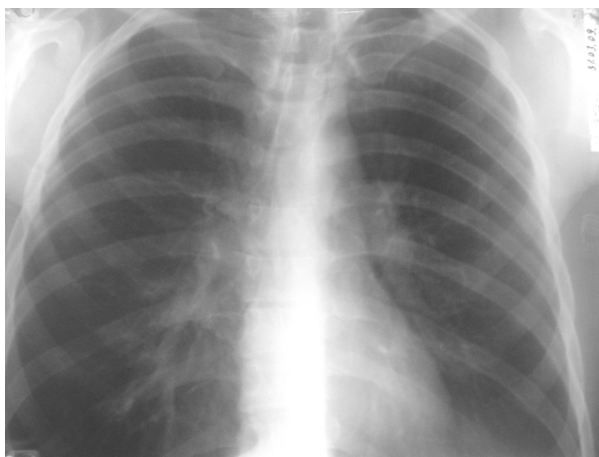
Обзорная рентгенограмма органов грудной полости от 31.03.09
